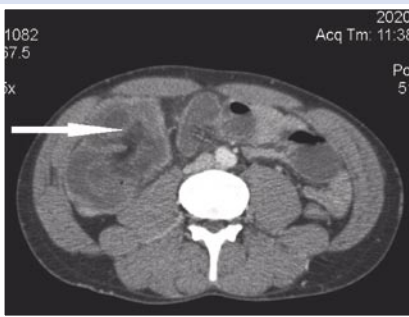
МСКТ. Петли подвздошной кишки в просвете восходящей ободочной кишки (указано стрелкой).
